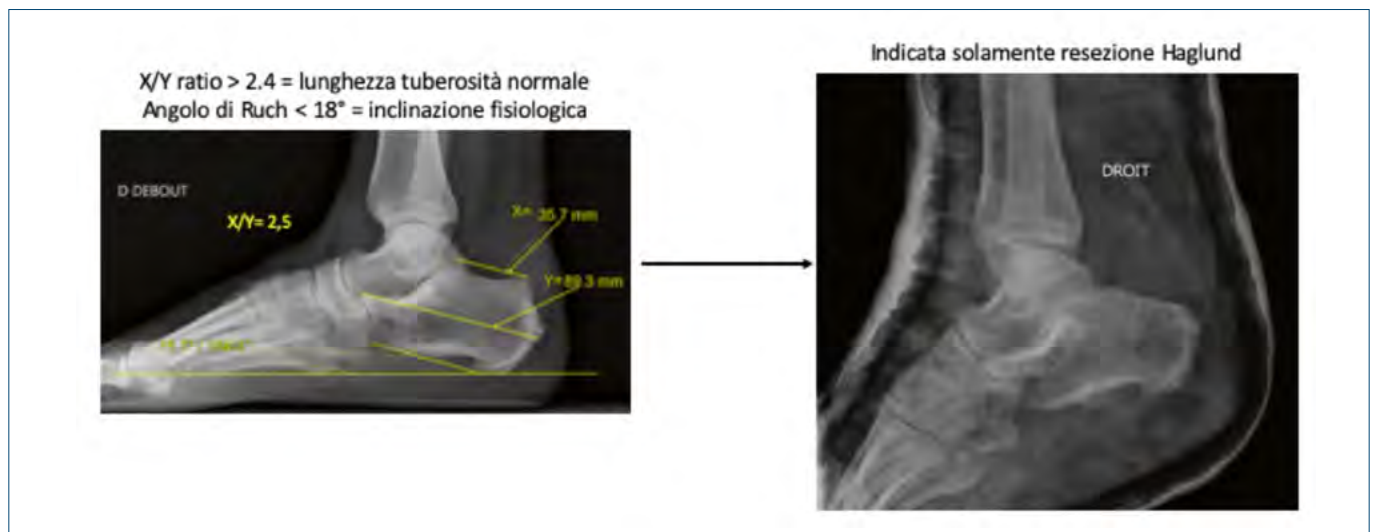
Misurazioni radiografiche con indicazione alla sola resezione dello sperone di Haglund.
